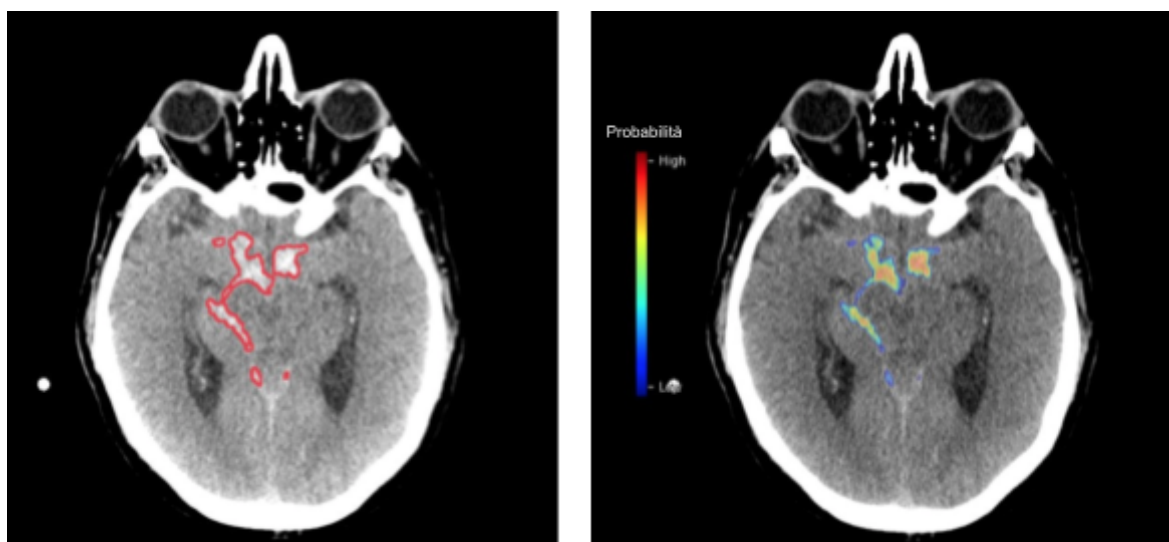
(A sinistra) Esempio di output dell'emorragia di StrokeViewer come maschera di contorno binario sulla TAC senza mdc. (A destra) Esempio di output di StrokeViewer Hemorrhage come mappa a colori che mostra la probabilità di emorragia per pixel sulla TAC senza mdc.
